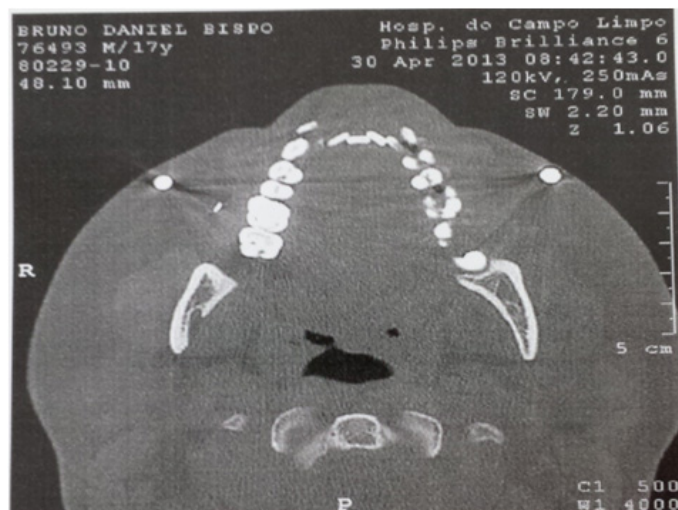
Tomografia Computadorizada (TC) em corte axial com janela para tecidos duros.
